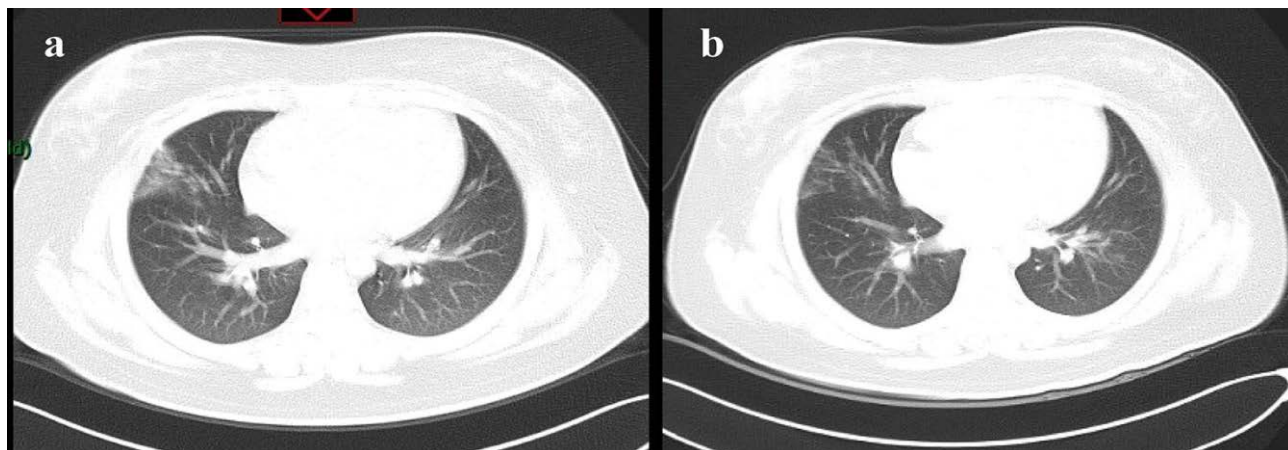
КТ грудної клітини пацієнта №6.
